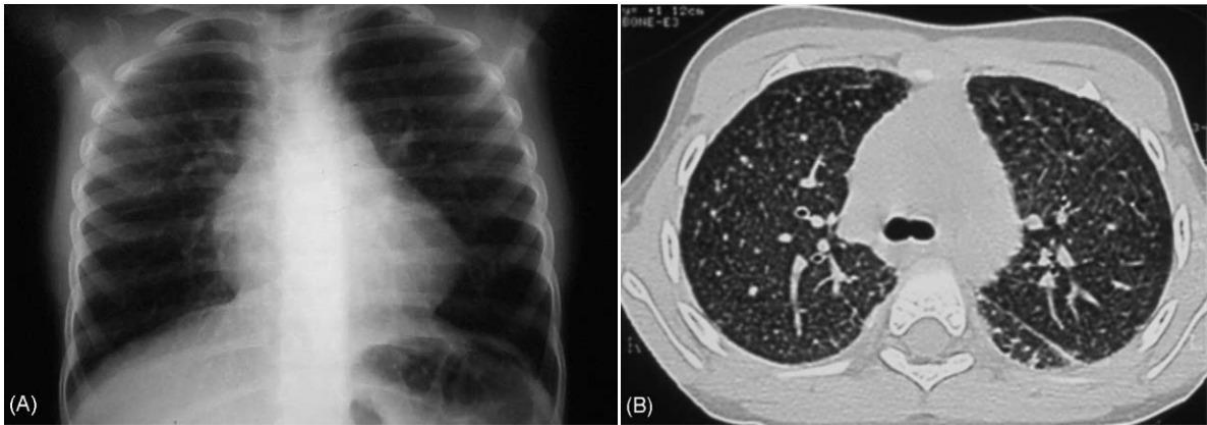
Protéïnose alvéolaire pulmonaire sévère chez un enfant de 5 ans, après 12 séances de lavage broncho-alvéolaire thérapeutique. (A) Radiographie thoracique : amélioration significative des infiltrats alvéolo-interstitiels, (B) : Scanner thoracique : régression importante des opacités avec un aspect micro-nodulaire résiduel[146].
